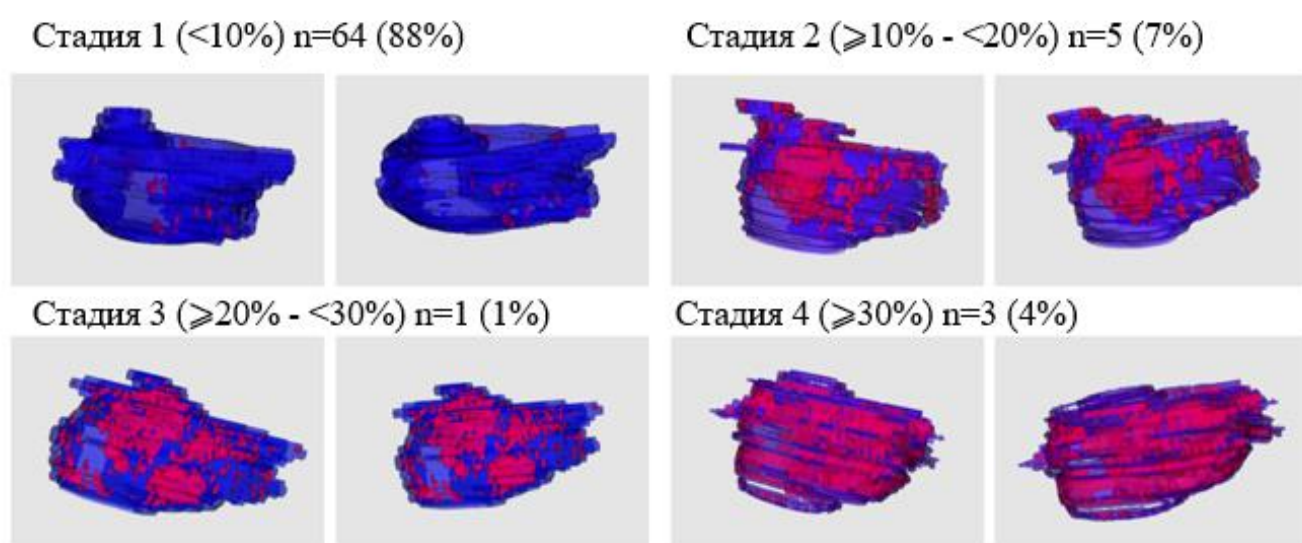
Трехмерные модели левого предсердия, реконструированные на основе магнитно-резонансной томографии с отсроченным контрастированием. Примечание: Синим цветом выделен миокард левого предсердия, красным цветом - зоны фиброза.
